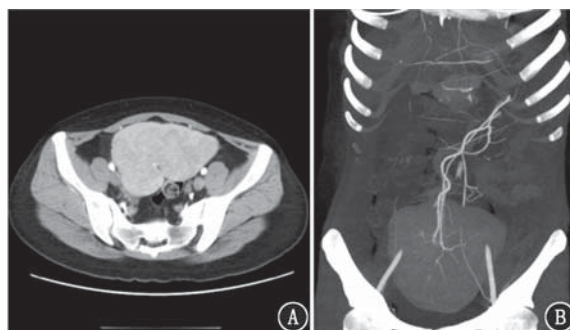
盆腔占位患者(女,25岁)腹盆腔增强CT及CT血管成像(CTA)图像。A.腹盆腔增强CT示动脉期见盆腔内肿物表面浅分叶,强化不均匀,呈“花斑”样;B. CTA见脾动脉、脾静脉走行区可见分支移行至盆部,末端见巨大软组织密度团块
